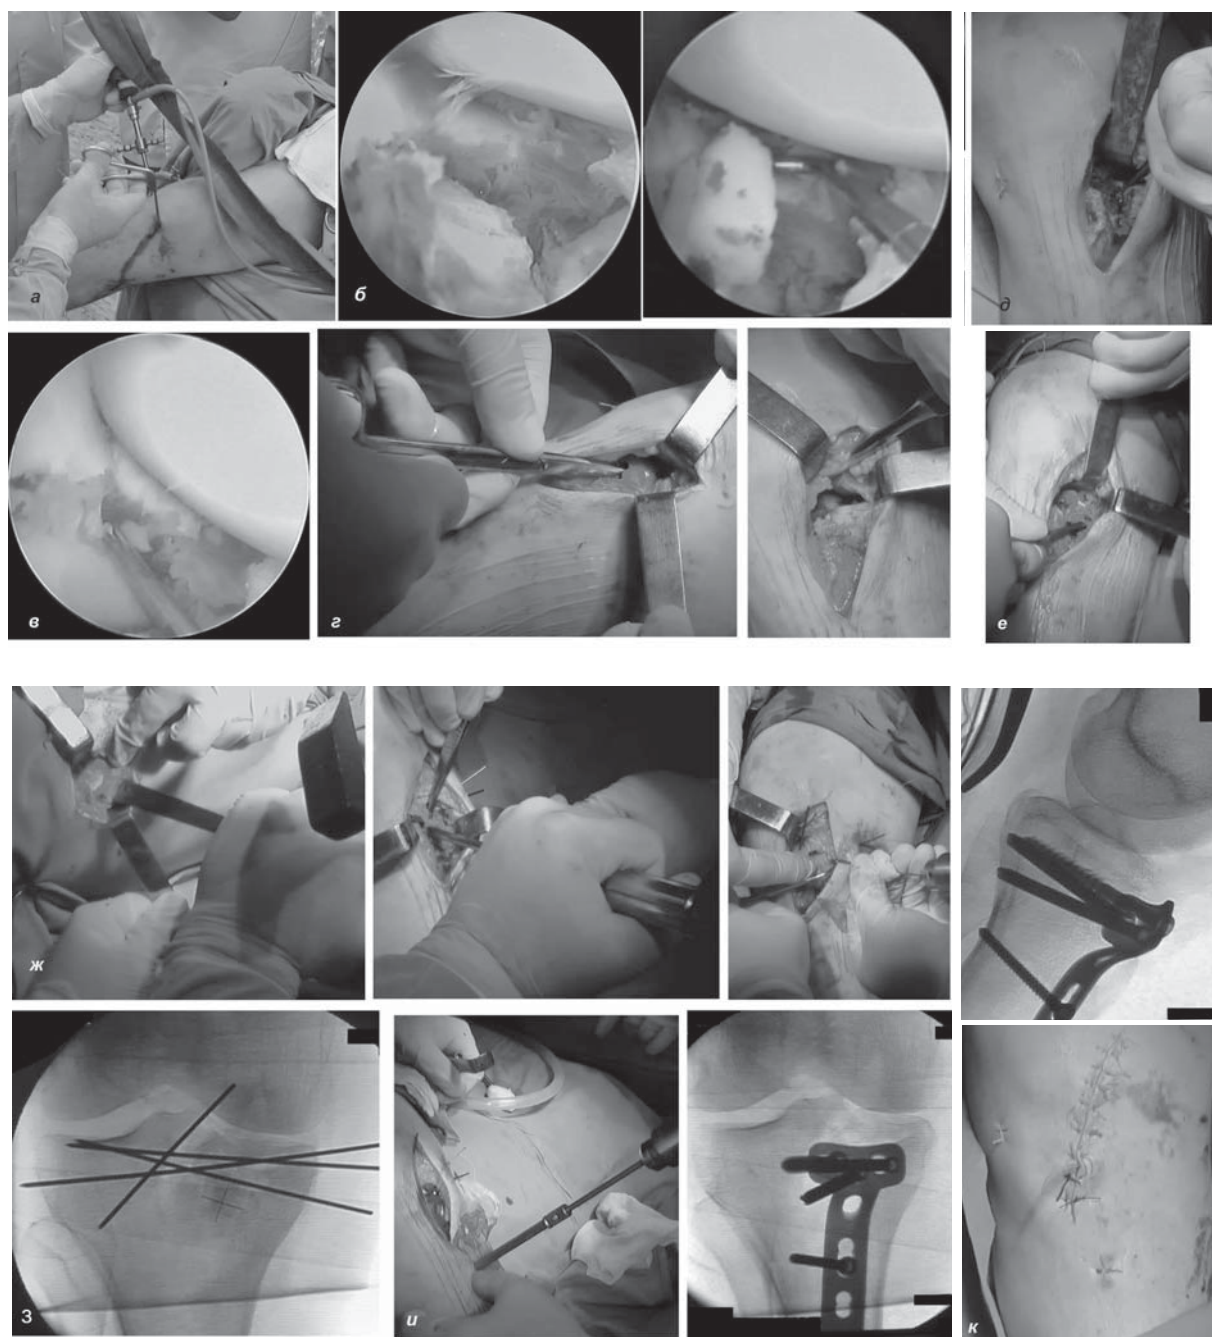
Эндоскопический этап операции: расположение камеры и артроскопических инструментов (а), визуальная оценка размеров импрессии суставной поверхности, обнаружение свободного костно-хрящевого фрагмента в полости сустава (б), выявление поперечного разрыва внутреннего мениска и его парциальная резекция (в). Открытый этап операции: миниартротомия и открытие зоны перелома (г), мобилизация при помощи долота отделившегося в результате перелома крупного фрагмента внутреннего мыщелка и отведение его в сторону (д), устранение импрессии суставной поверхности мыщелка при помощи элеватора (е), забор аутотрансплантата из крыла подвздошной кости, его помещение в область пострепозиционного дефекта во внутреннем мыщелке и провизорная фиксация спицами (ж), рентген-контроль правильности восстановления суставной поверхности при помощи ЭОПа (з); остеосинтез Т-образной мыщелковой пластиной с введением дистальных винтов через проколы кожи и рентген-контроль правильности положения фиксатора (и), внешний вид послеоперационного шва (к)
